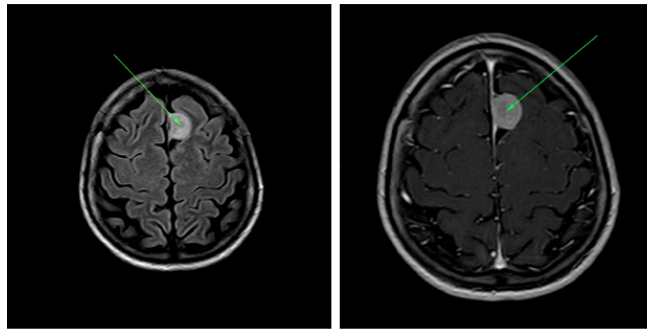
IRM de tumeurs cérébrales.
